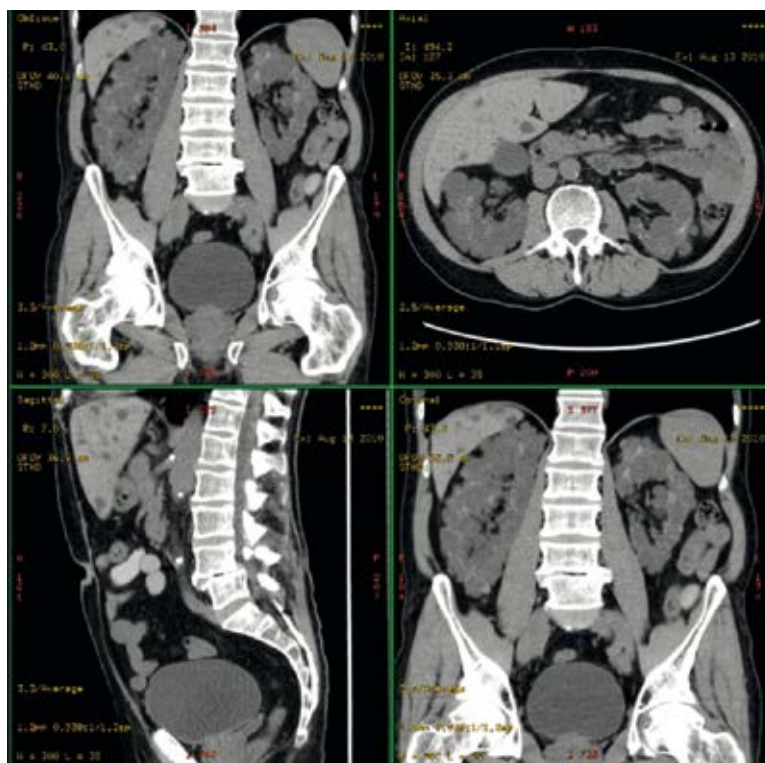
CT scan showing autosomal dominant polycystic kidney disease
